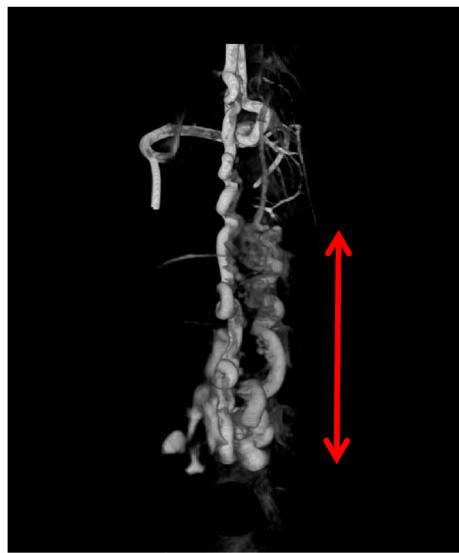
Computed tomography of the spine shows large AVM in the Th5-L1 region
